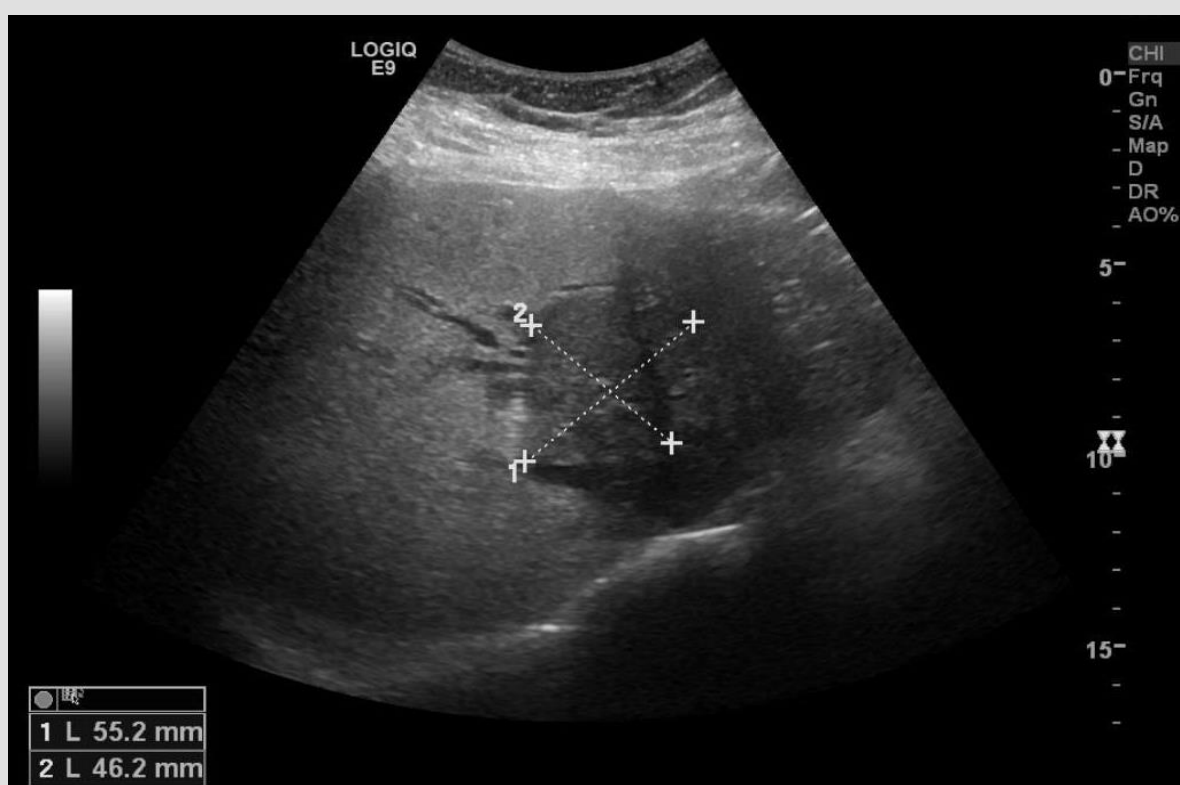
Ecografia abdominal: lesão hilar hipoeecogénica com 55x46mm.
